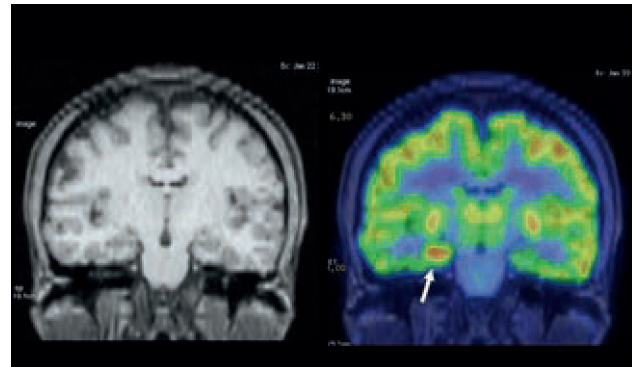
A la izquierda: RM en secuencia T1 con leve alteración de señal en hipocampo derecho. A la derecha: PET "ictal" realizado en paciente con frecuentes crisis epilépticas que muestra foco hipermetabólico en hipocampo derecho, que fue resecado con resultado de displasia cortical tipo IIB. Sin crisis a los 3 años de seguimiento.
